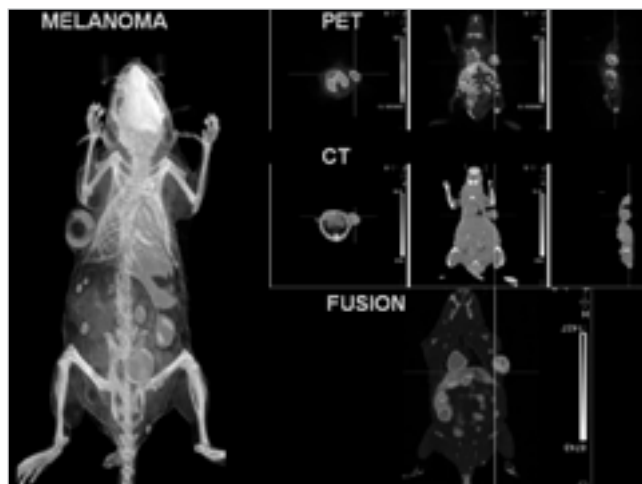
Imágenes PET, CT y de fusión de un ratón transgénico con melanoma diseminado.
